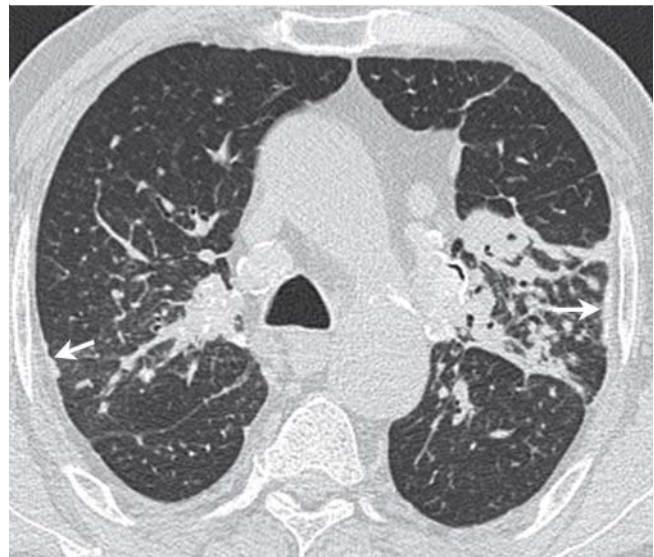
CT mit Pseudoplaques (Pfeile).
